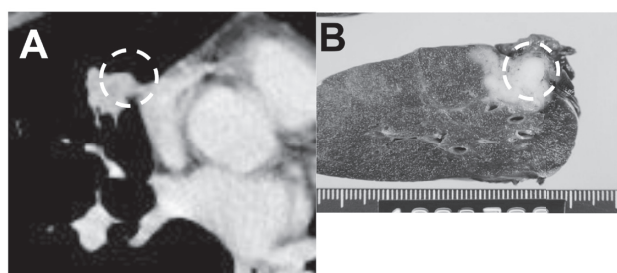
症例1. 右中葉の肺癌の造影CT画像。(A)点線で囲われた領域に造影効果が相対的に高い。(B)CT上造影効果の相対的に高い領域を切り出された切片に示す。
